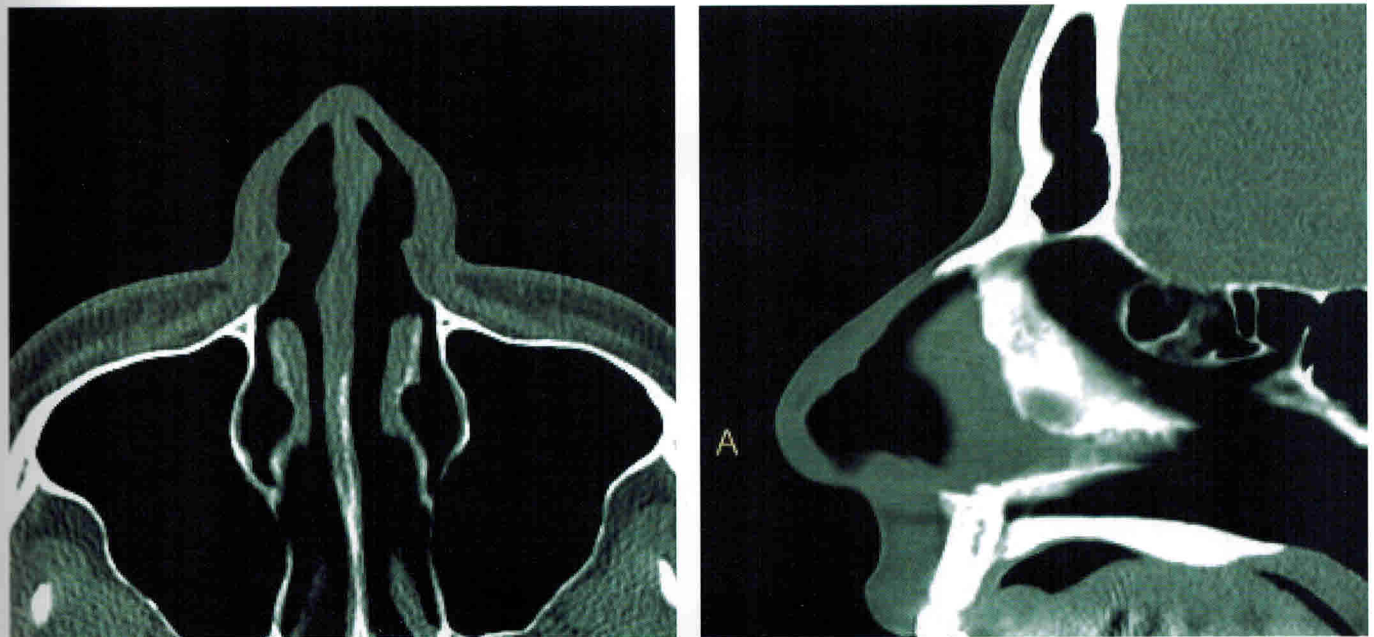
МСКТ, MPR, аксиальная и сагиттальная плоскости, мягкотканное окно. Единый мягкотканый конгломерат без дифференцировки на отдельные элементы кожно-хрящевого отдела носа
